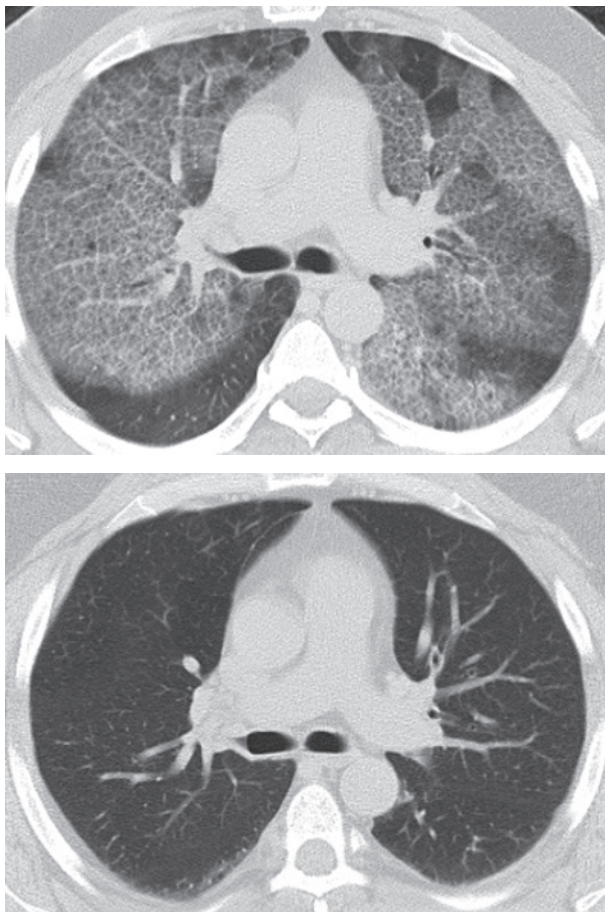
Результаты МСКТ больного Б.: А – до лечения, Б – через 9 мес после проведения лечебного БАЛ.
